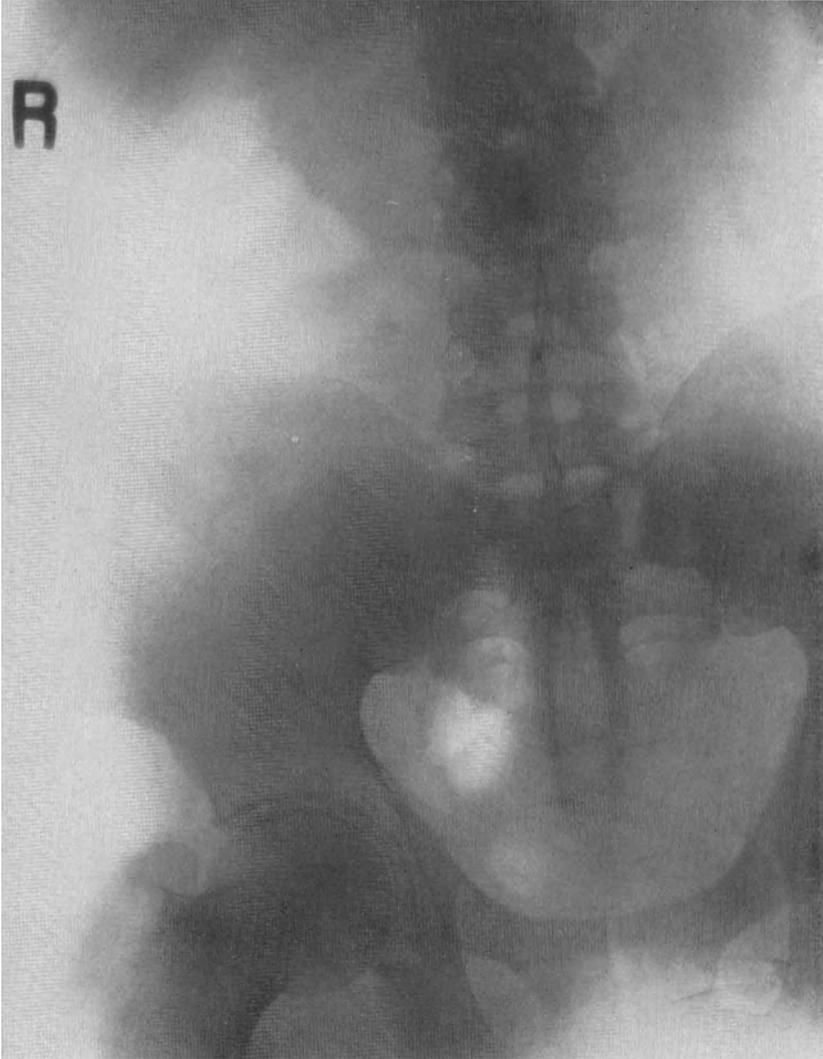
Röntgenbild von Abb. 43—44. Von Senkungsabszessen ist so gut wie nichts zu sehen.
